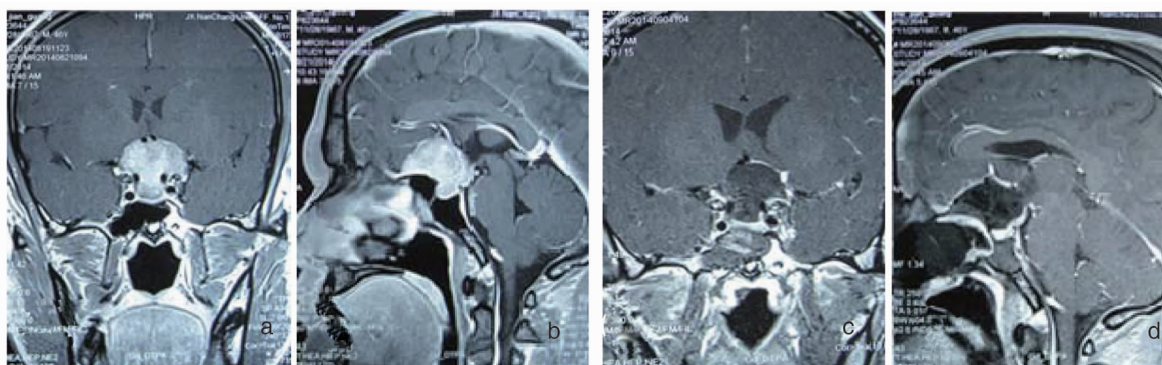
鞍结节脑膜瘤手术前后 MRI 增强检查 a:术前冠状位,肿瘤两侧超出颈内动脉;b:术前矢状位,前颅底见硬膜尾征;c:术后冠状位,肿瘤全切;d:术后矢状位,带蒂黏膜瓣显示清楚,垂体及垂体柄清晰可辨
